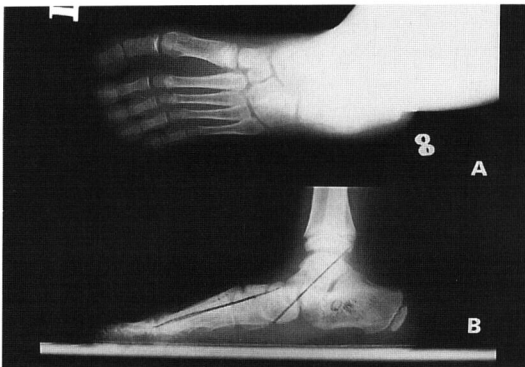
The preoperative A-P X-ray.
